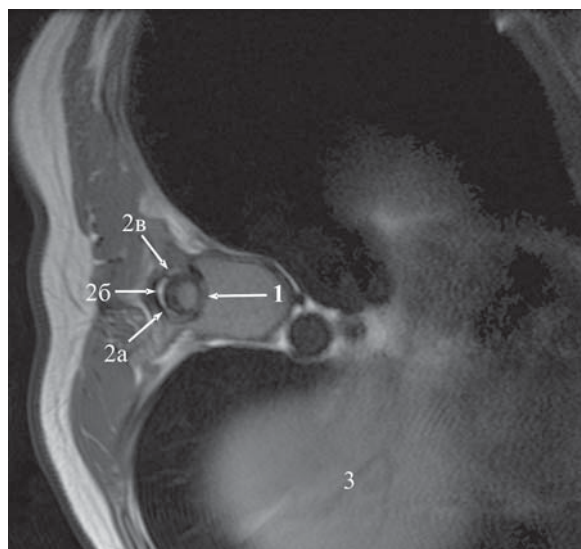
МР томография на уровне Th_X позвонка при функциональной спиральной деформации позвоночника; аксиальное T₁ взвешенное изображение:
